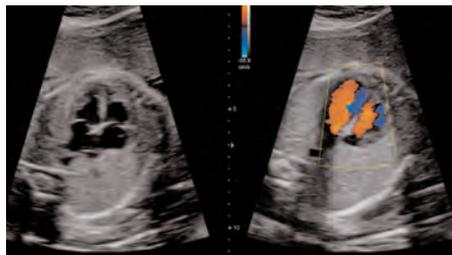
Farbdoppler des fetalen Herzens ohne 2D-Qualitätsverluste
